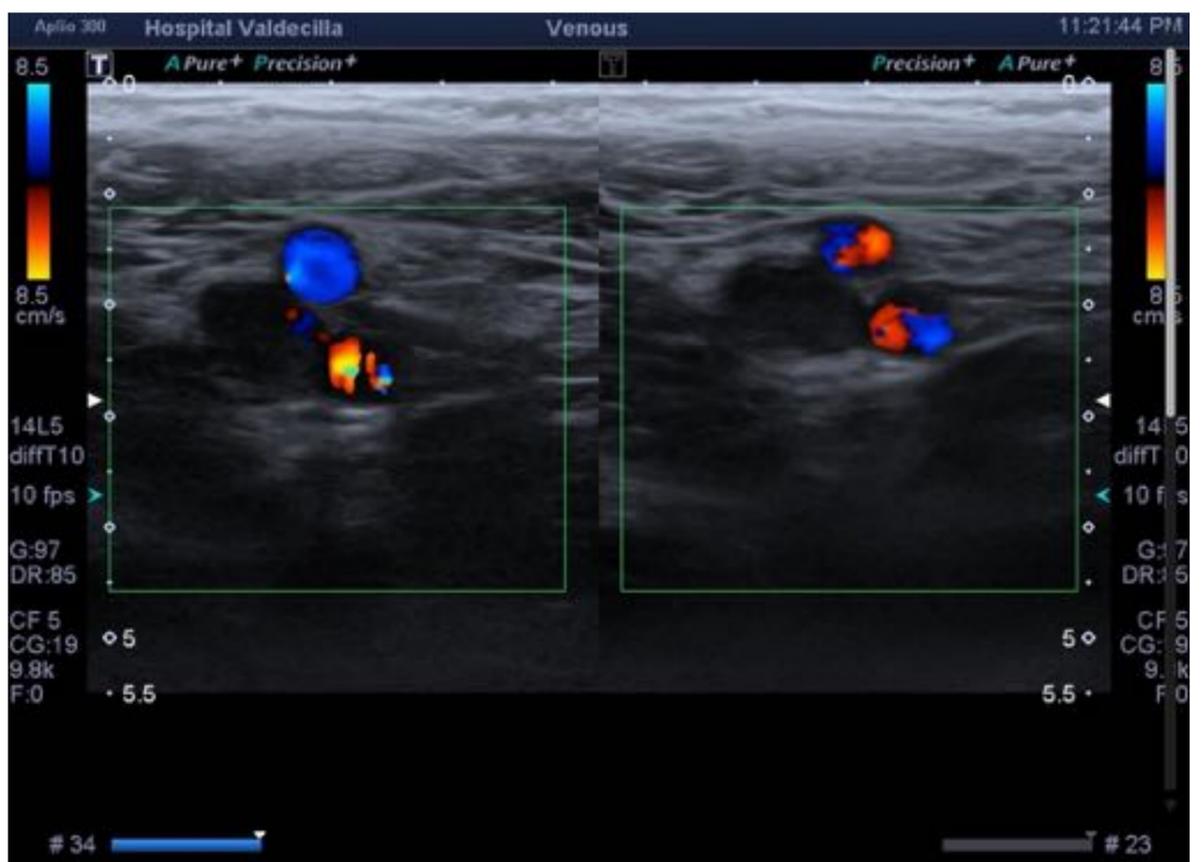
TVP femoral derecha. En la actualidad los estudios Doppler para el diagnóstico de TVP no aportan ninguna superioridad sobre la eficacia de la ecografía por compresión. *HUMV*
